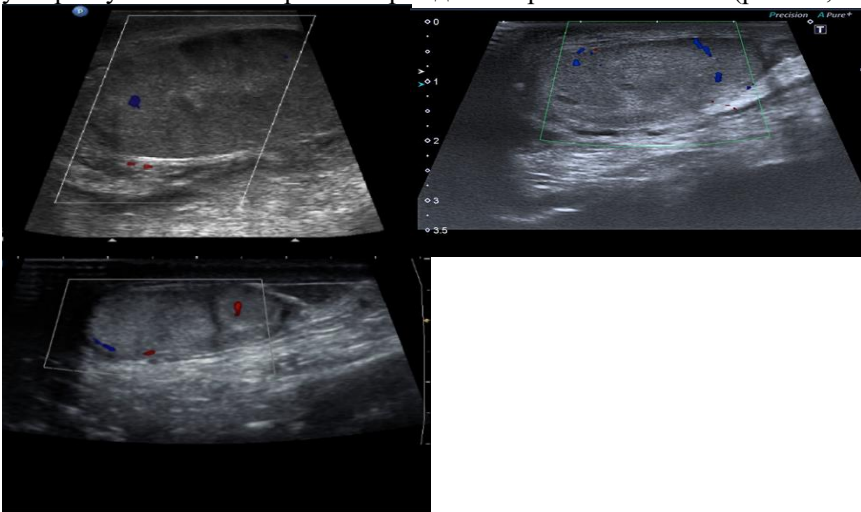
УЗИ яичка слева. А - 3 суток после травмы, Б - 1 месяц после травмы, В - 6 месяцев после травмы
